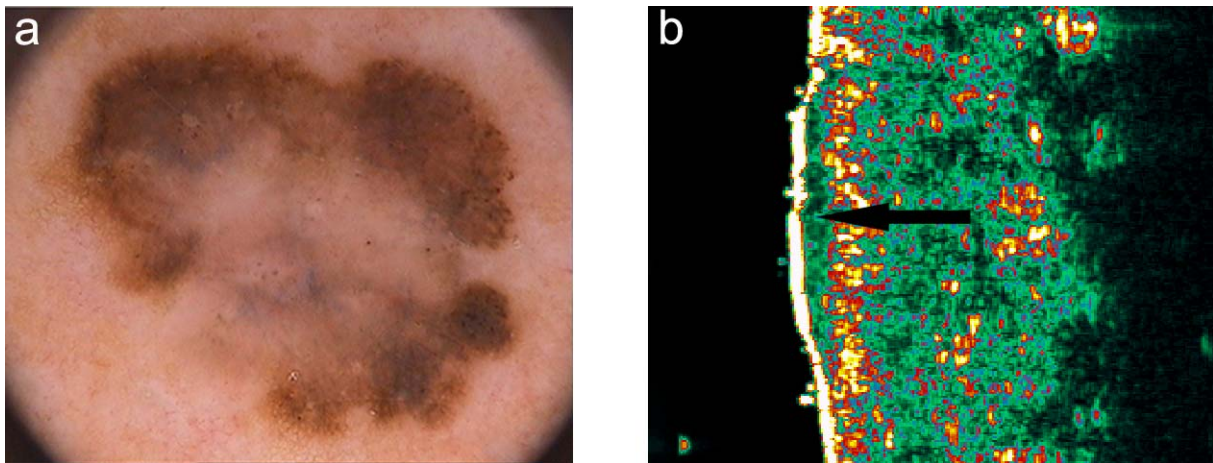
Computergestützte Auflichtmikroskopie (a) und 20-MHz-Sonographie (b) eines MM. Im Ultraschall zeigt sich der Tumor als echoarme Zone (Pfeil) innerhalb der oberen Dermis.
